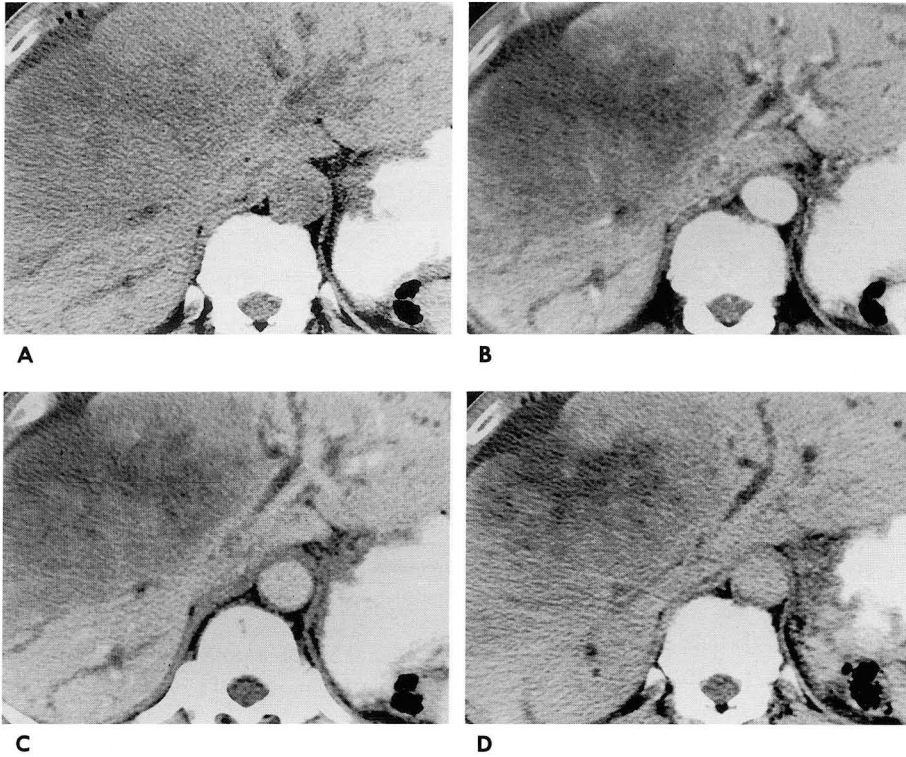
Three-phased spiral CT in a 66-year-old man.
